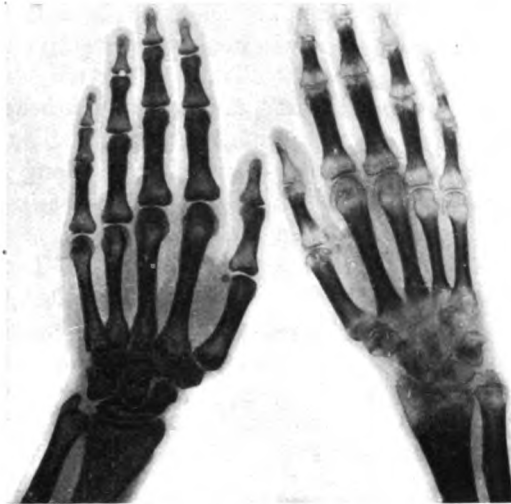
Das Röntgenbild der linken Hand eines 26 Jahre alten Mädchens bei seit dem 12. Lebensjahr zum 4. Male aufgetretenem Gelenksrheumatismus (zugleich mit dem der gesunden rechten Hand 1916 von Prof. *Steyrer* aufgenommen). ( $\frac{1}{2}$  der nat. Größe.)
